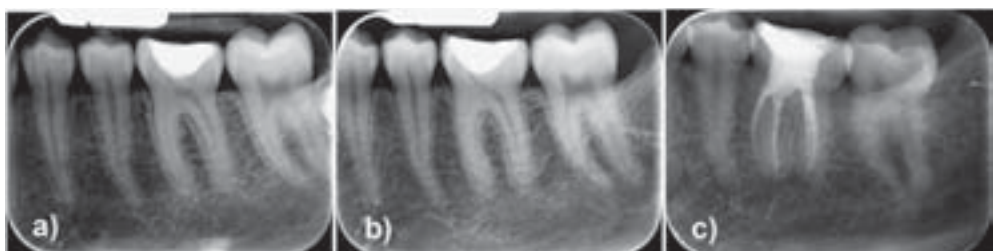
a) Einzelzahnrontgen 36 vom Tag der Erstuntersuchung mit Obliteration der mesialen Pulpaanteile. b) Einzelzahnrontgen 36 zwei Jahre nach Erstkonsultation. Bemerkte die progrediente Pulpaobliteration im Vergleich zu Abb. 3a. c) Einzelzahnrontgen 36 nach endodontischer Therapie. Beschwerdefreie Patientin.
